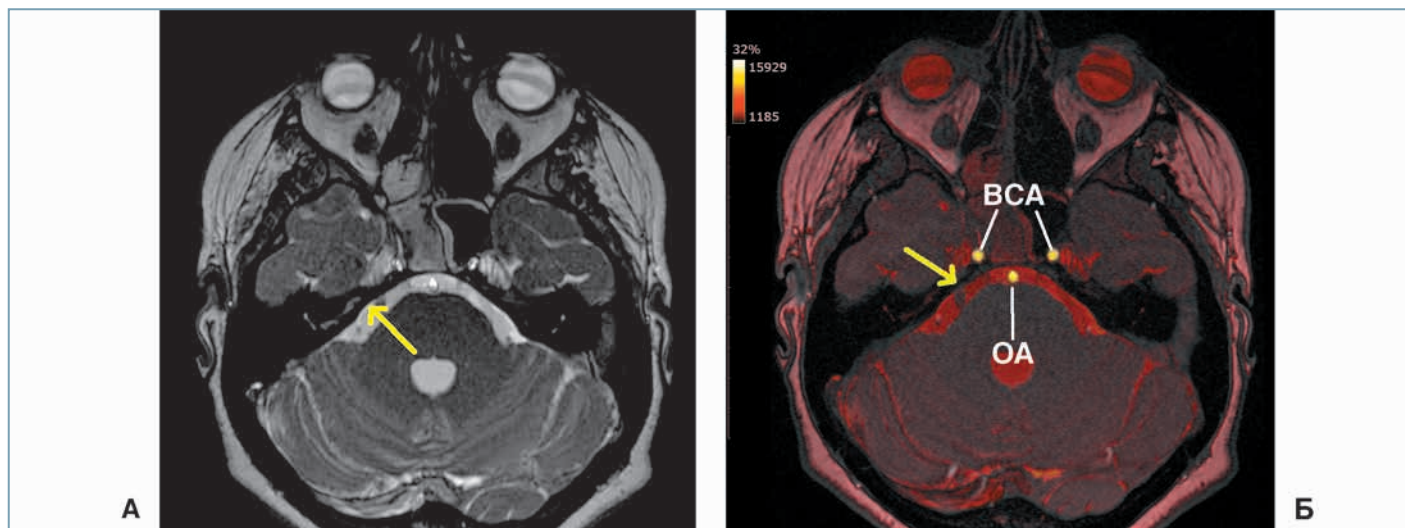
Сравнение импульсных последовательностей FIESTA и T2-CICE при МРТ головного мозга у пациентов с невралгией тройничного нерва.
